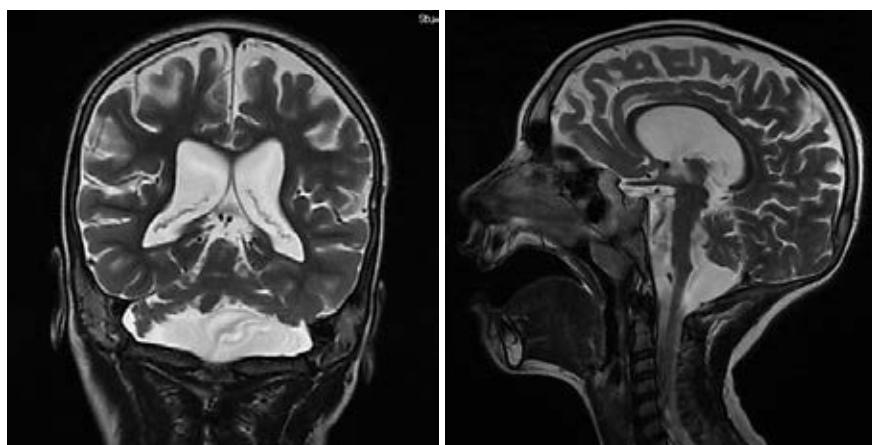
Пациент А. (3 года). Гипоплазия мозжечка, гипоплазия ствола-моста и персистирующий карман Блейка — гипопластически-диспластический симптомокомплекс структур ЗЧЯ. Явления смешанной атрофии головного мозга, вторичная вентрикуломегалия боковых желудочков. МРТ: 3 Т GE, T2 FSE (TR 7018, TE 112, ST 4 мм). COR, SAG
